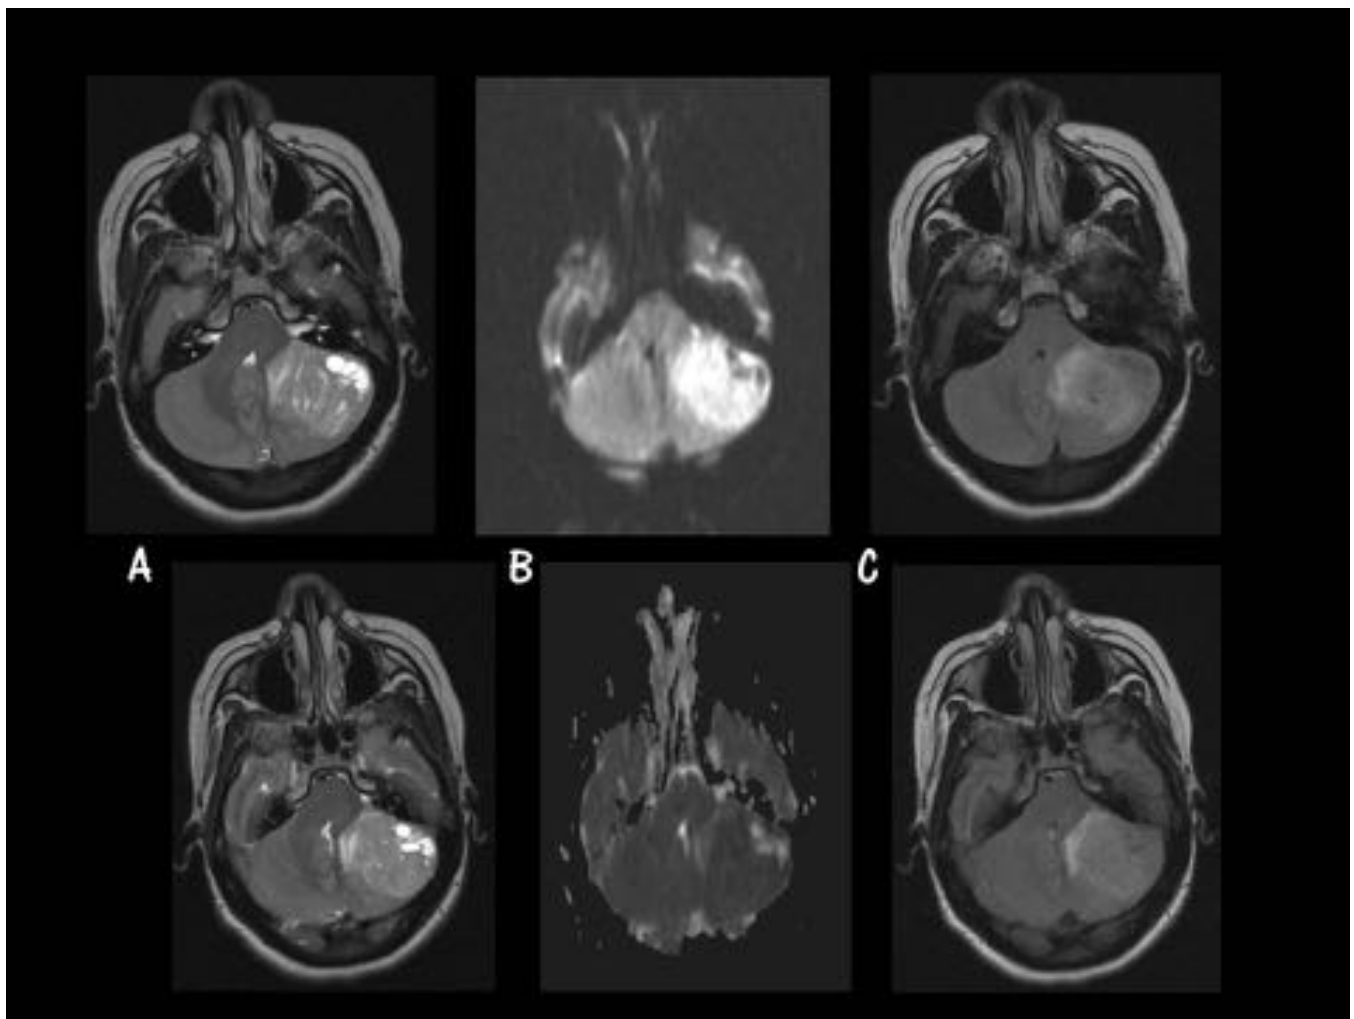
MB Subgrupo SHH. Caso 6. Parte A. Imágenes axiales. A.T2 FS. B. Difusión (arriba) y ADC (abajo). C. FLAIR. Masa hiperintensa en hemisferio cerebeloso izquierdo, con áreas quísticas en su interior (A) que restringe el agua libre en el estudio de difusión (B arriba), hipointenso en el ADC (B abajo) y que presenta cierto grado de edema peritumoral (C).
